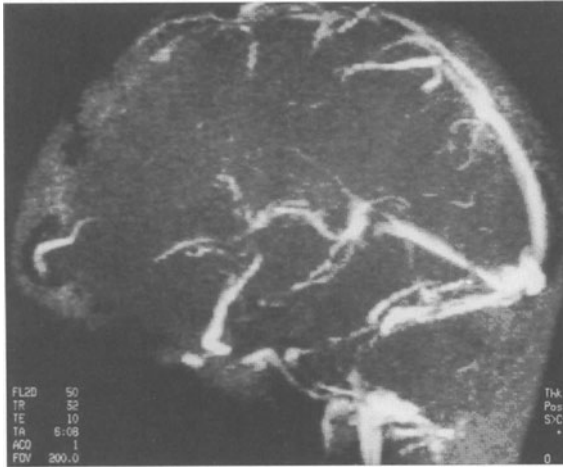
Sinusvenenthrombose (MRT) bei einem 10jährigen Jungen mit akuter lymphoblastischer Leukämie mit heterozygoten Faktor-V G2691A-Mutation in Kombination mit homozygoter MTHFR TT677-Variante. Die Nüchtern-Homozysteinkonzentration lag bei $23 \mu\text{mol/l}$
